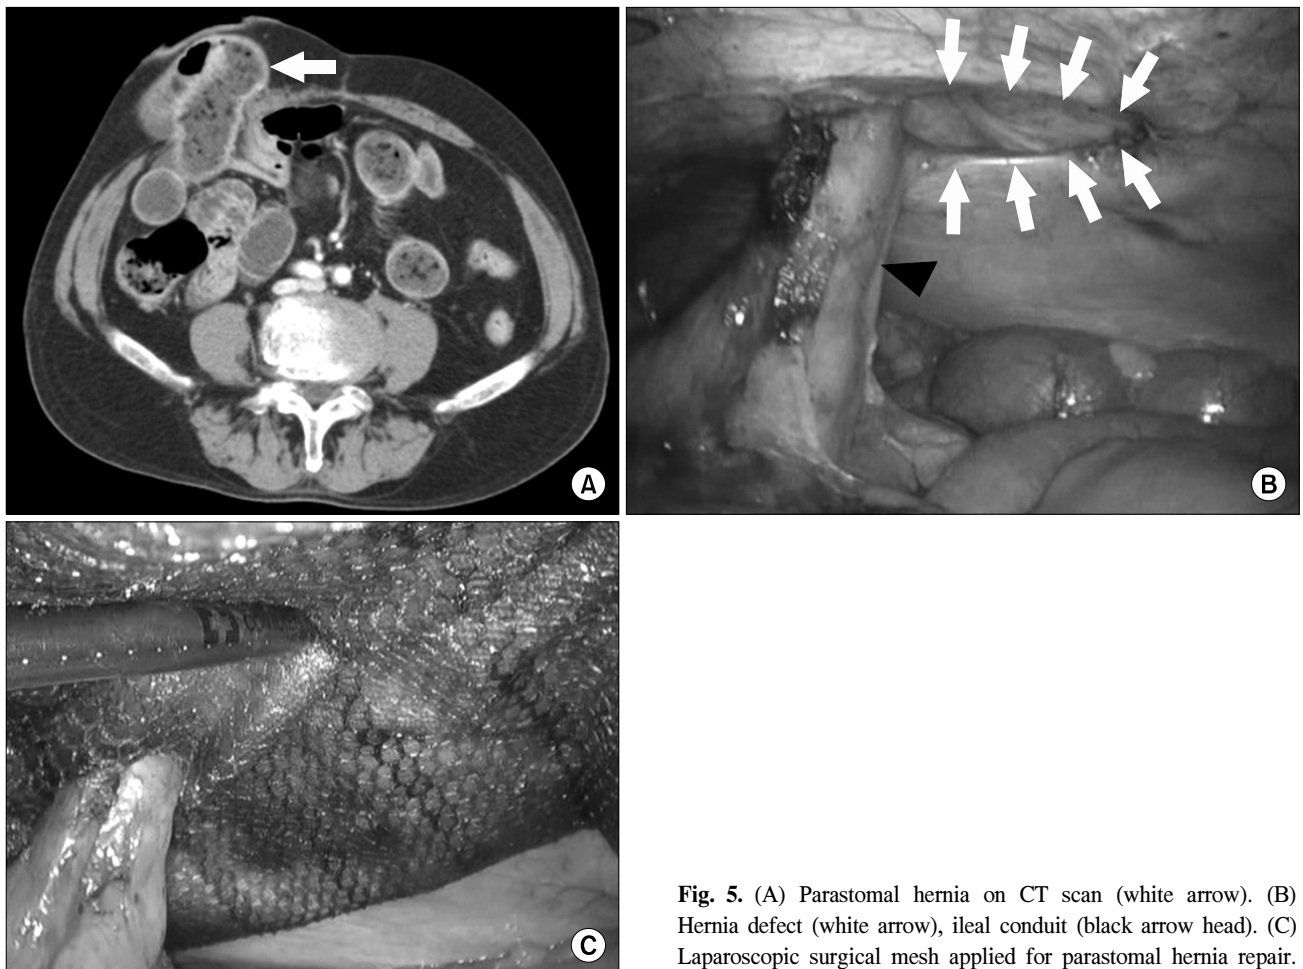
(A) Parastomal hernia on CT scan (white arrow). (B) Hernia defect (white arrow), ileal conduit (black arrow head). (C) Laparoscopic surgical mesh applied for parastomal hernia repair.
